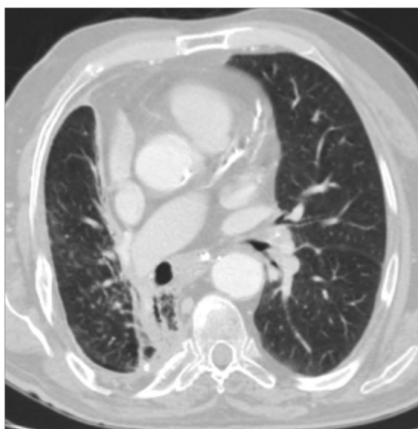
TC torácica efectuada aos 10 anos de seguimento mostra uma densidade difusa nas regiões subcarinais e hilar direita estendendo-se para a artéria pulmonar direita, que se pensa ser cicatricial, em vez de recidiva tumoral.
